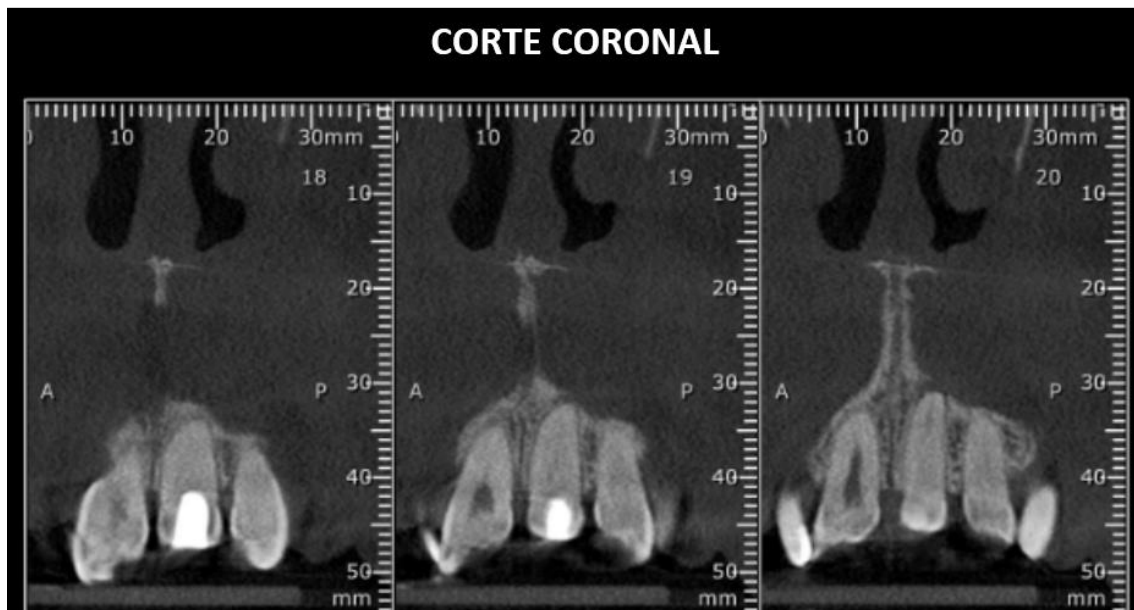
Cortes coronais da tomografia computadorizada.
